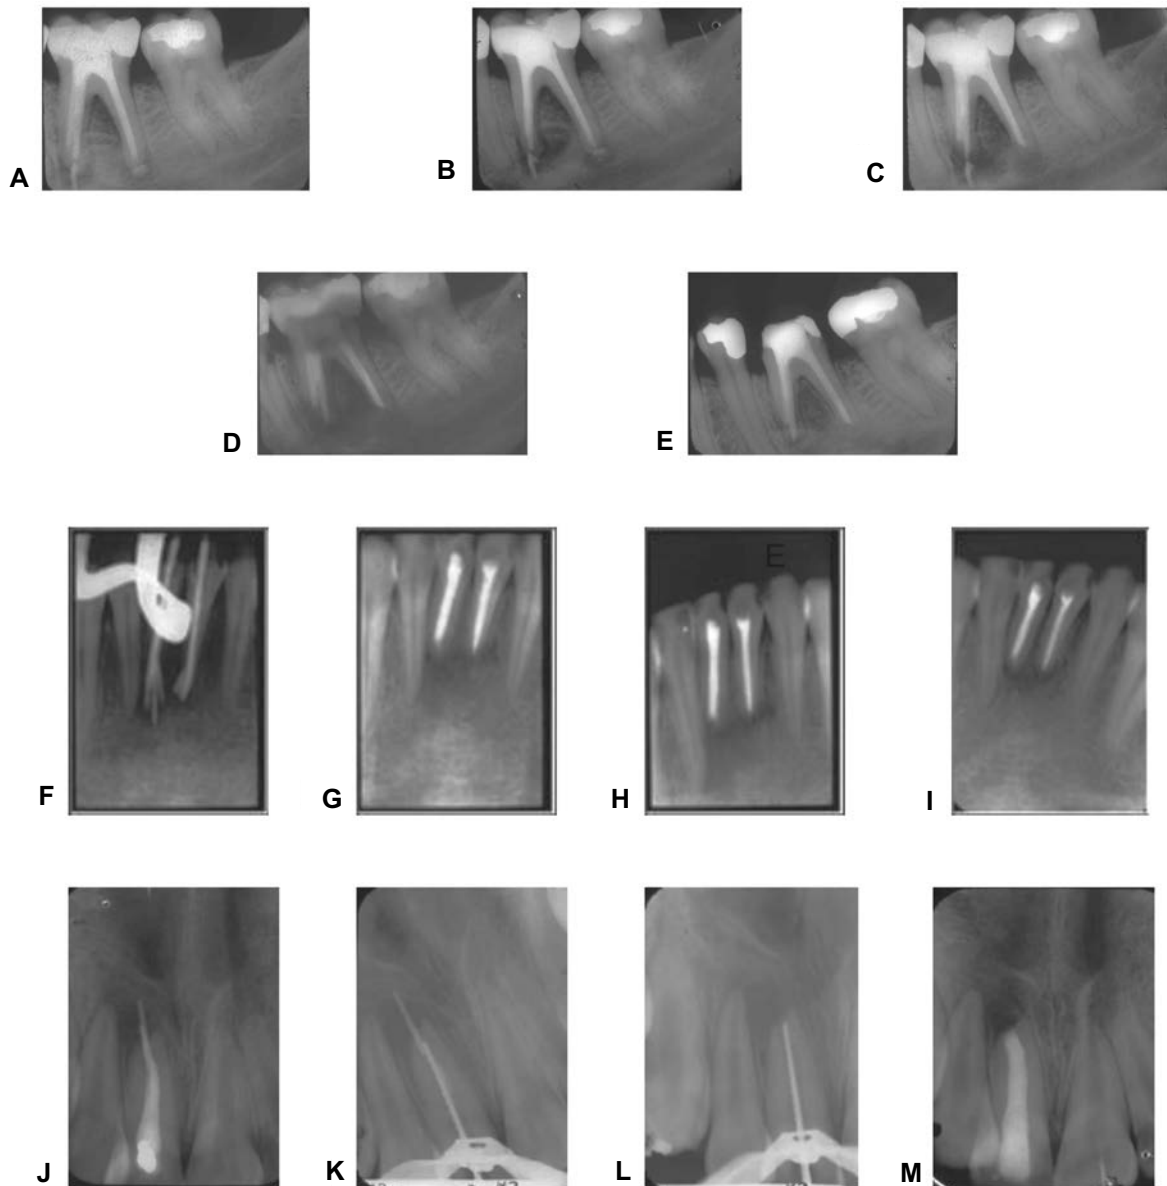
Tratamientos endodóncicos con sobreobturaciones extensas. (A, B), Primer molar inferior con sobreobturación extensa de gutapercha. (C y D) Apicectomía de las dos raíces y eliminación de la gutapercha sobreobturada. (E) Reparación periapical después de 10 meses. (F) Sobreobturación extensa de incisivos anteriores inferiores. (G y H), Apicectomía con remoción de la gutapercha sobreobturada. (I) Reparación periapical a los 11 meses. (J) Radiografía inicial con sobreextensión. (K) Lima enganchando la gutapercha. (L) Remoción de la gutapercha. (M) Radiografía final donde se aprecia el conducto obturado a la longitud correcta, lográndose evitar la cirugía.
